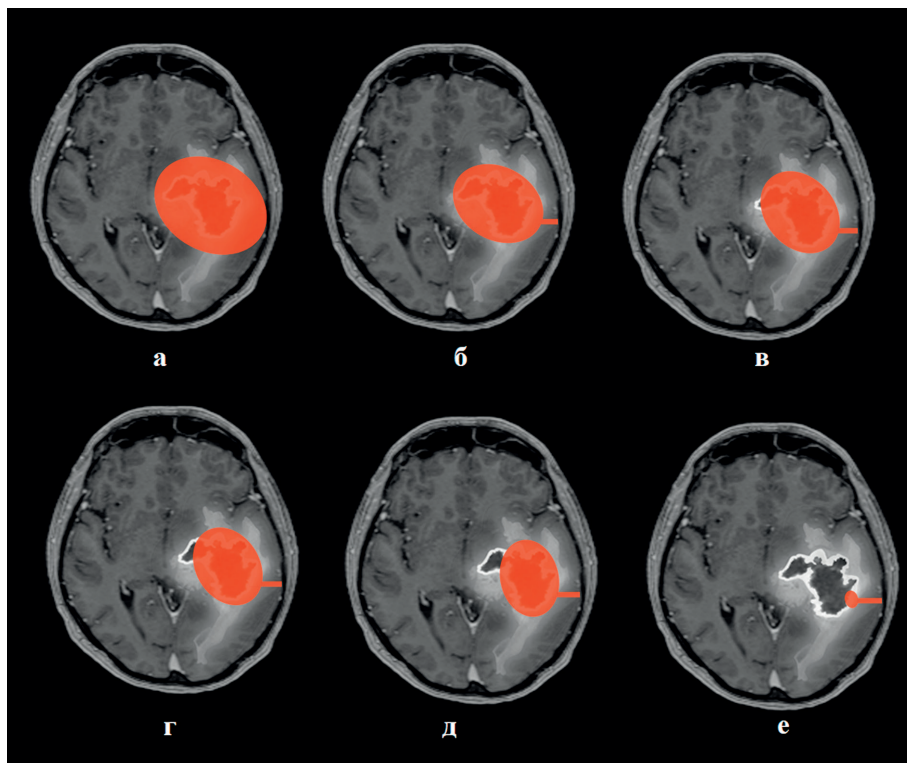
Иллюстрация 6 категорий степени резекции в зависимости от объёма оперативного вмешательства. Каждое изображения представляет комбинацию данных постконтрастных T1 ВИ и T2-FLAIR ВИ пациента с глиобластомой в левой височно-островковой области. Оранжевым цветом обозначен объём резекции. (а - сверхмаксимальная резекция, б – тотальная резекция, в – околототальная резекция, г – субтотальная резекция, д – частичная резекция, е – биопсия)
